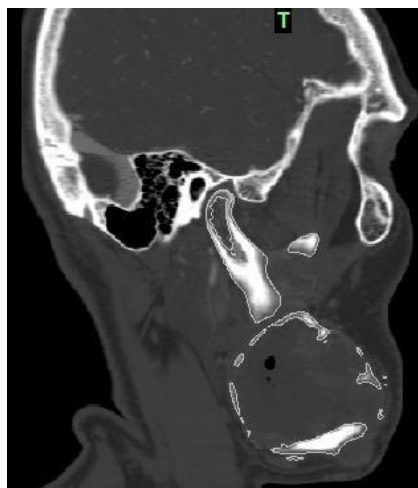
TC corte sagital – imagem original da solução de continuidade
